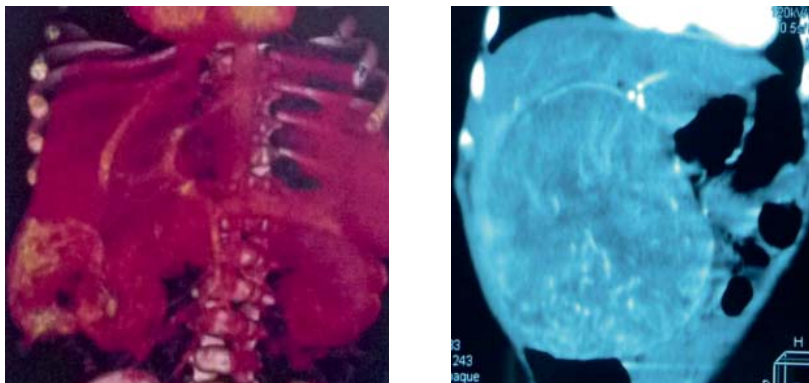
CT tabloul tumorului hepatic
